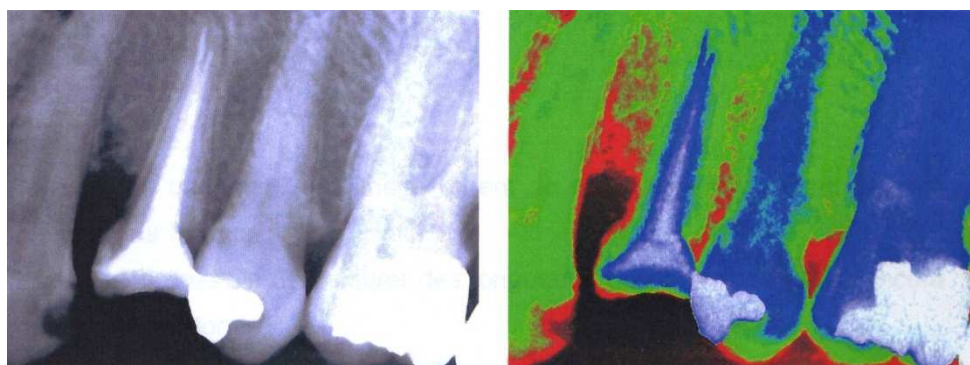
Radiographie en niveaux de gris (à gauche) et colorisée en fausses couleurs (à droite)
